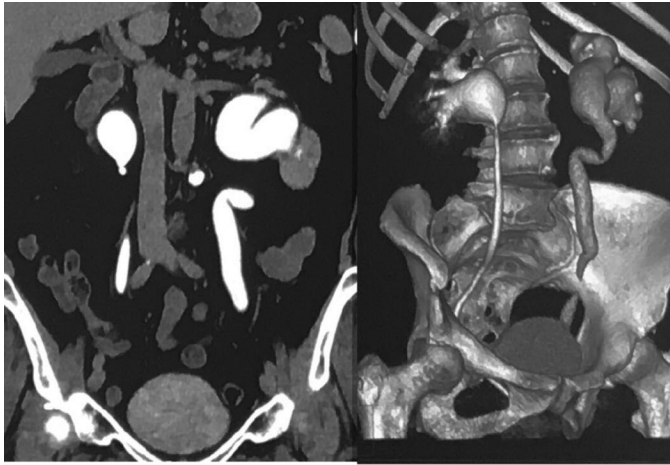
Больная Т. Рентгеновская компьютерная томография почек через 30 минут после внутривенного введения 20 мл ультрависта 300 – уретерогидронефроз слева
